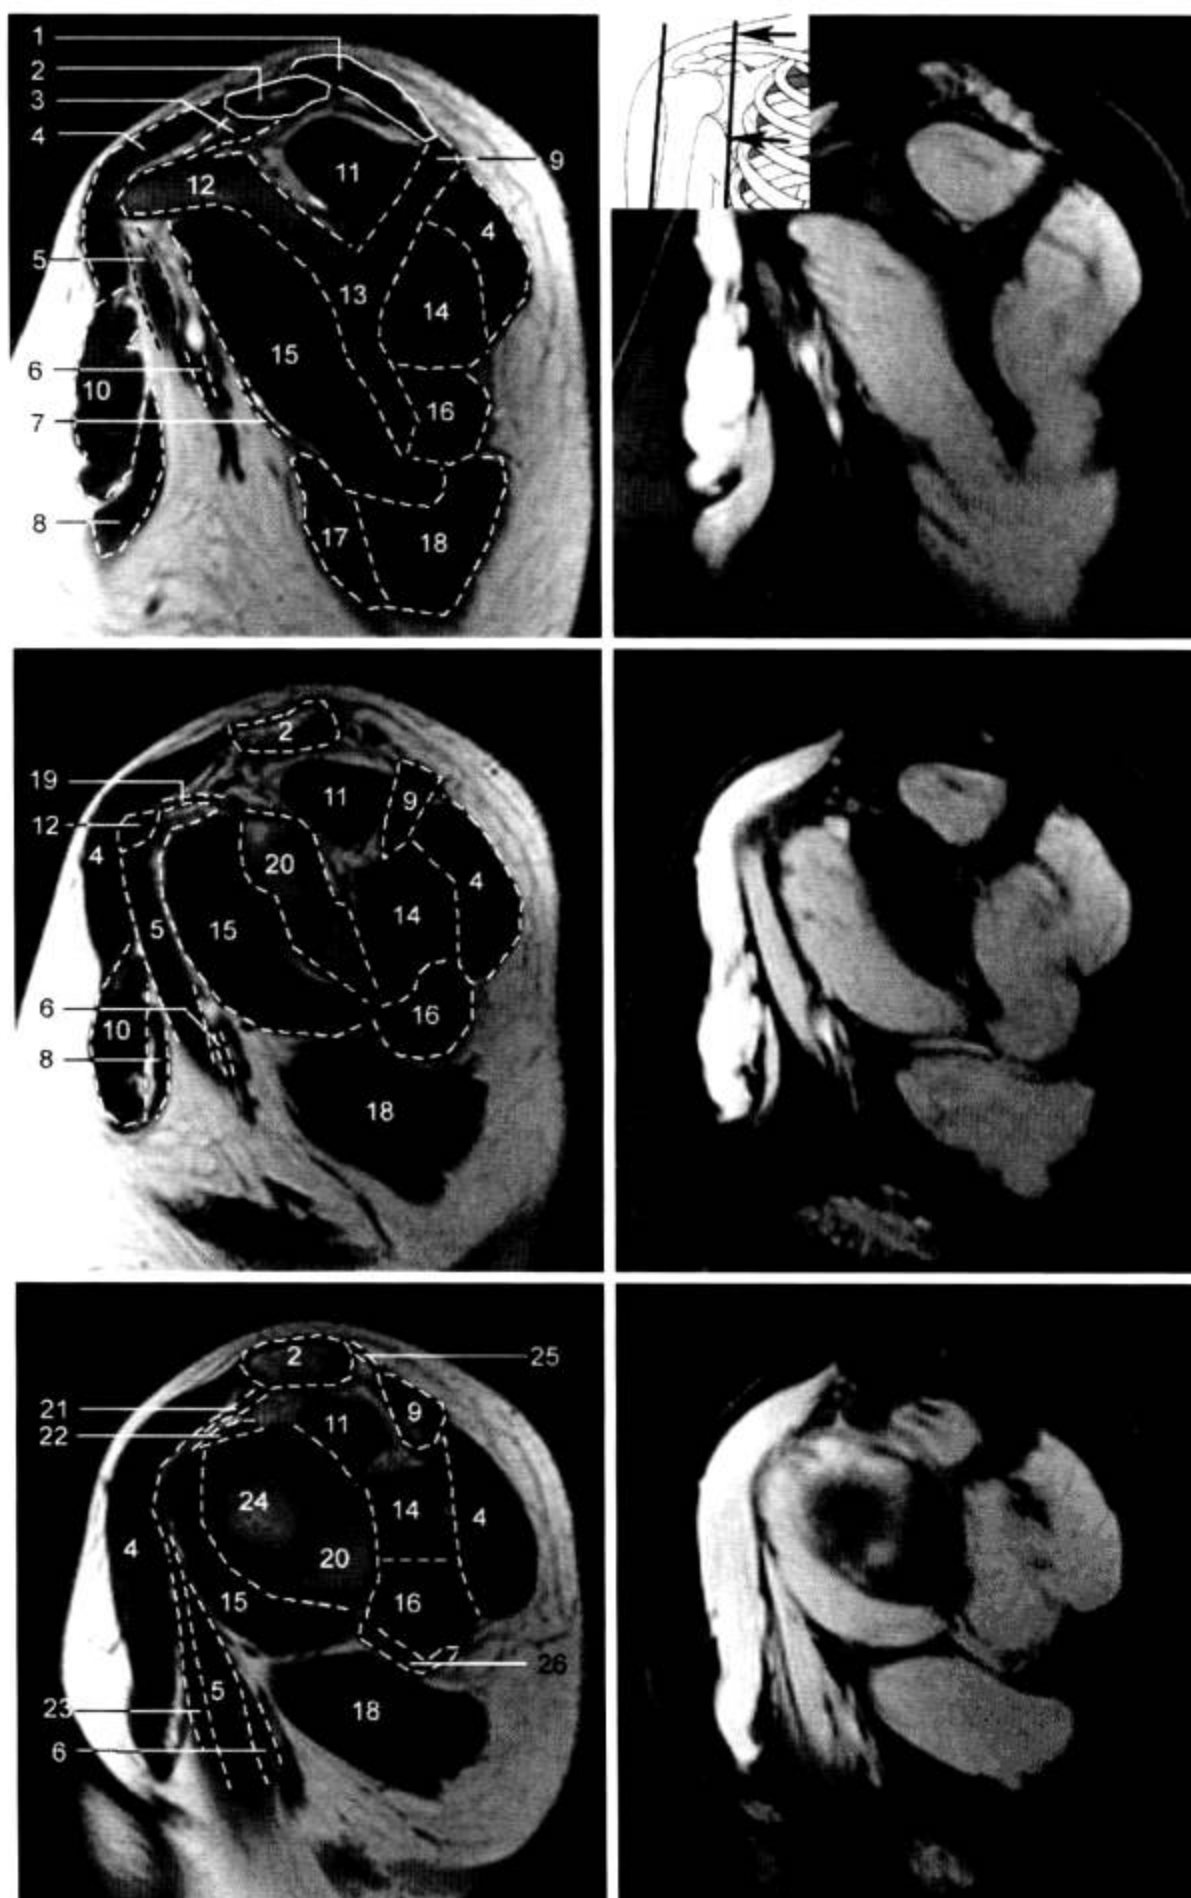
肩关节 MRI 矢状面 (T<sub>1</sub>WI, FS-T<sub>2</sub>WI)
